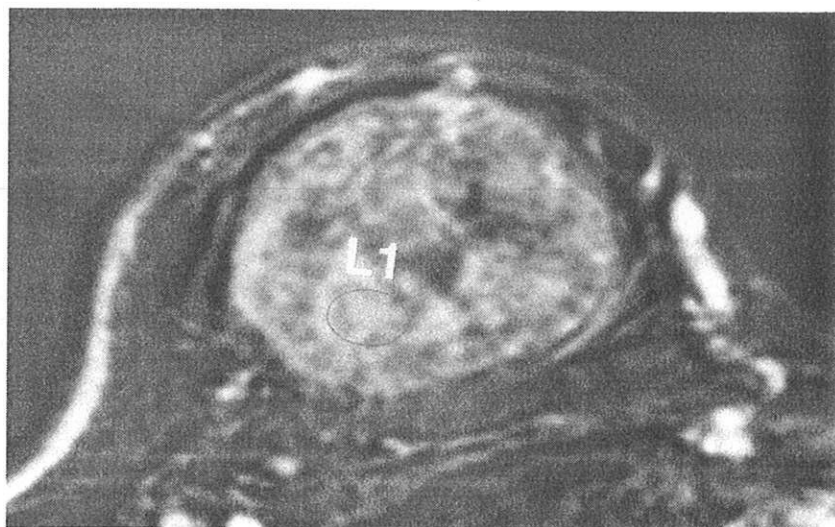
IRM de la patiente n° 31, volumineuse masse régulière de rehaussement hétérogène.
